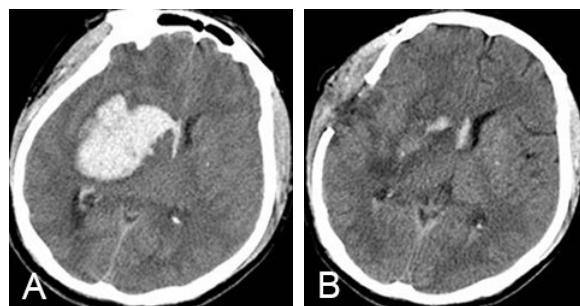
右侧高血压性基底节区出血小骨窗开颅血肿清除术前 CT 影像
